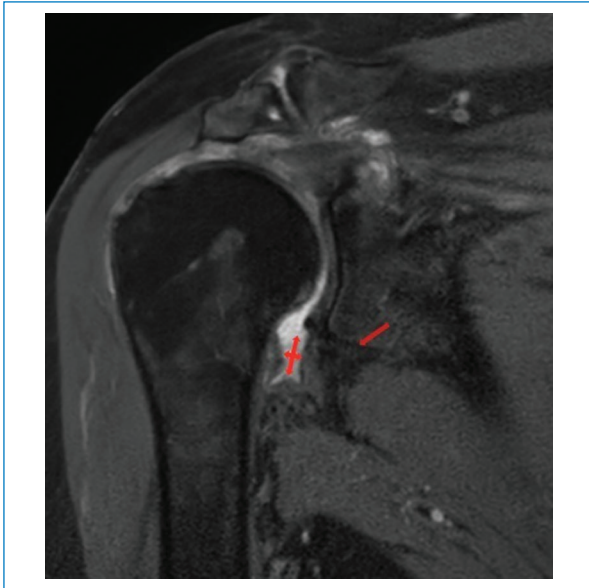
RM en secuencia DP-FS, corte coronal. Se observan el engrosamiento capsular y la medida de la altura y el ancho máximos de la bolsa axilar (flechas).
